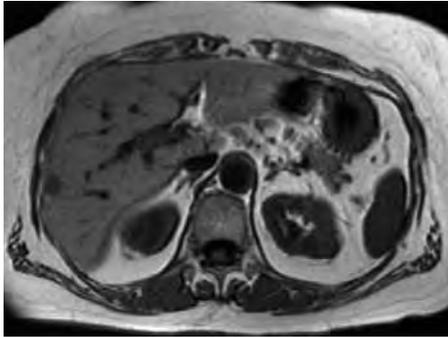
T<sub>1</sub>-gewichtete axiale MRT-Aufnahme vor Beginn der Lasertherapie
